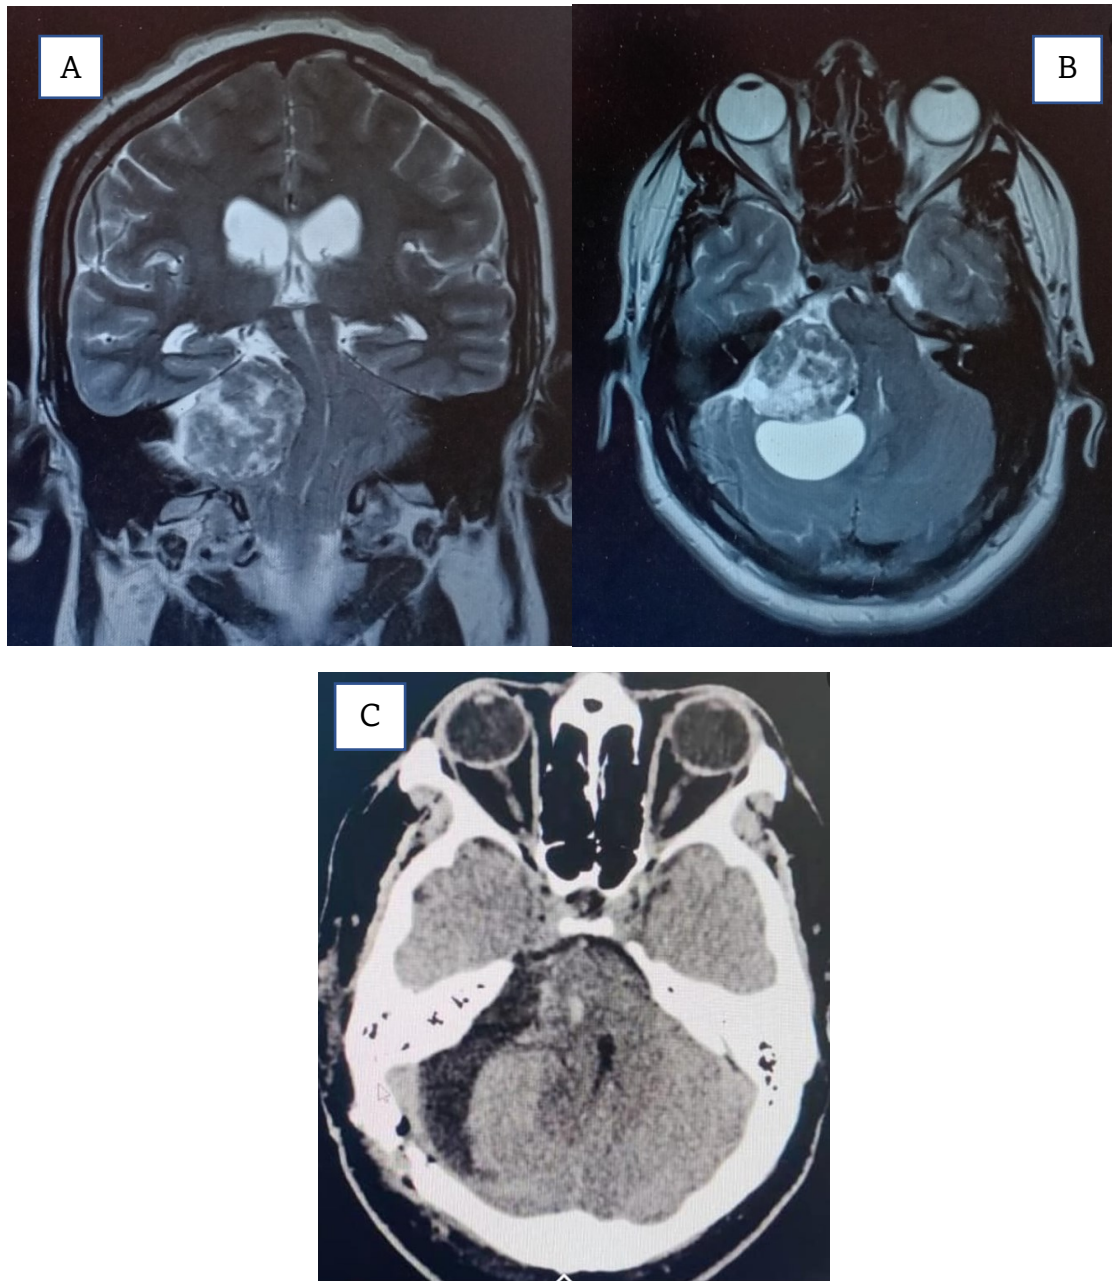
A-B. Resonancia magnética preoperatoria de schwannoma vestibular derecho. C. Imágenes postoperatorias de schwannoma vestibular en el mismo paciente.
